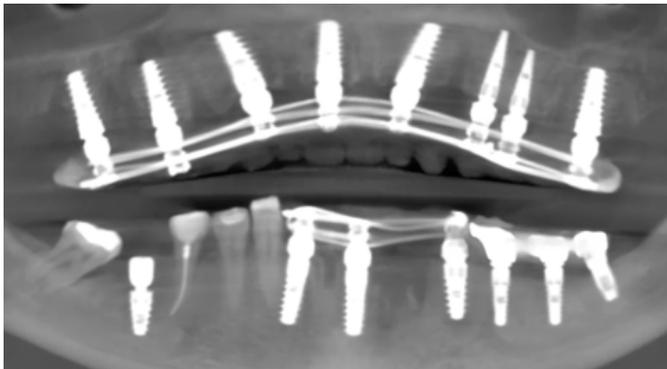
Ortopantomografía final extraída del CBCT postquirúrgico.
